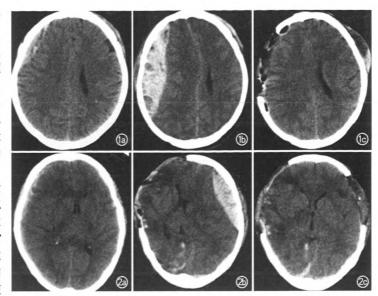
患者男,41 岁,交通伤后 30 min 人院,人院时患者意识模糊,轻度烦躁。 a. 受伤后 30 min 头颅 CT 示右额颞部少量硬膜外血肿; b. 人院后 20 min,患者出现呕吐,复查头颅 CT 示血肿量明显增大,中线结构移位,在术前准备过程中昏迷; c. 术后头颅 CT 示血肿 完全清除,中线结构居中。出院时患者恢复良好 图 2 患者女,32 岁,交通伤后 30 min 入院,入院时患者浅昏迷,双瞳孔等大、等圆,直径约3.0 mm,对光反射迟钝。 30 min 头颅 CT 示右侧额颞硬膜下血肿、弥漫性脑肿胀,中线左移,急诊行右额颞标准大 骨瓣开颅血肿清除并去骨瓣减压术; b. 术后 24 h, 患者左侧瞳孔散大, 复查头颅 CT 示左 侧额颞部硬膜外血肿,中线右移,再次急诊行左额颞开颅血肿清除并去骨瓣减压术,术后 24 h 患者瞳孔回缩; c. 二次术后头颅 CT 示血肿完全清除,中线结构居中。出院时患者 重残
